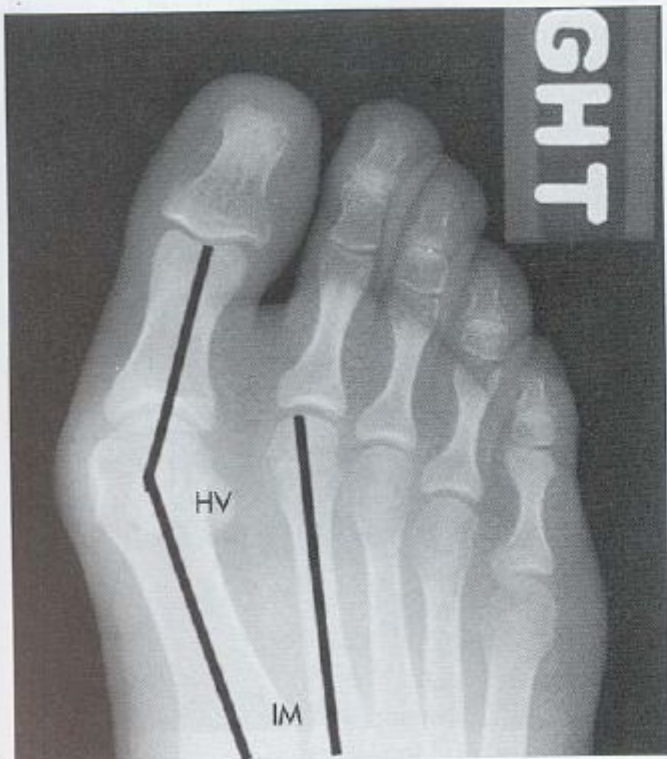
Radiographic evaluation of hallux valgus (*HV*) angle (normal <15 degrees) and intermetatarsal (*IM*) angle (normal <9 degrees).
